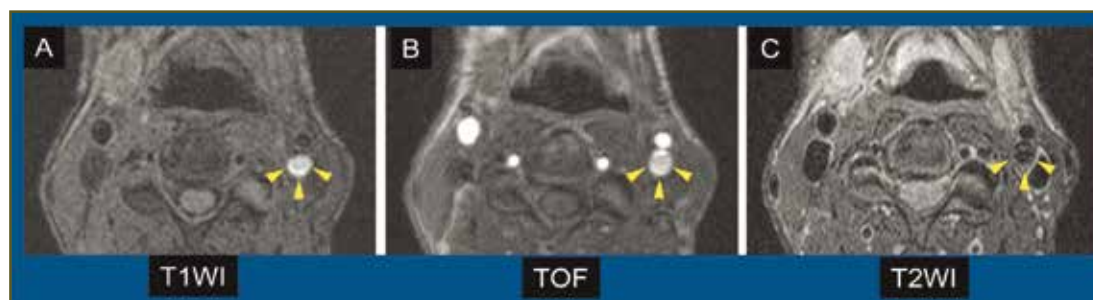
Sequenze standard per lo studio dell'arteria carotide. (A) T1-weighted image (T1WI); (B) time-of-flight (TOF) magnetic resonance angiography; (C) T2-weighted spin echo image (T2WI) (TE=84 ms). Da notare: iperintensità sulle sequenze T1WI e TOF e ipointensità sulle sequenze T2WI nell'arteria carotide interna sinistra (freccie gialle). TE, echo time. Tratto da: Noguchi T et al. Circulation Journal, 2013 (53).
